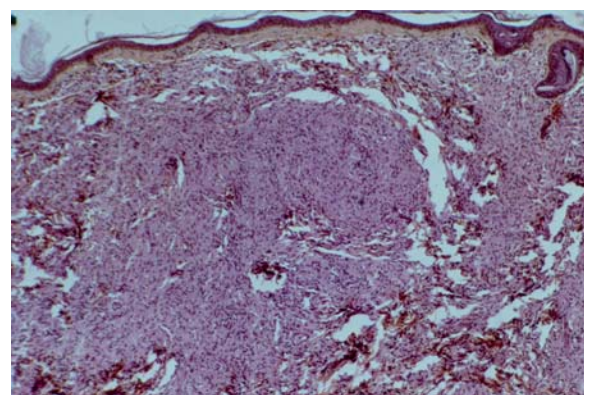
Lèpre BT, granulome épithélioïde, pauvre en cellules géantes et en lymphocytes séparé de l'épiderme par une bande acellulaire
